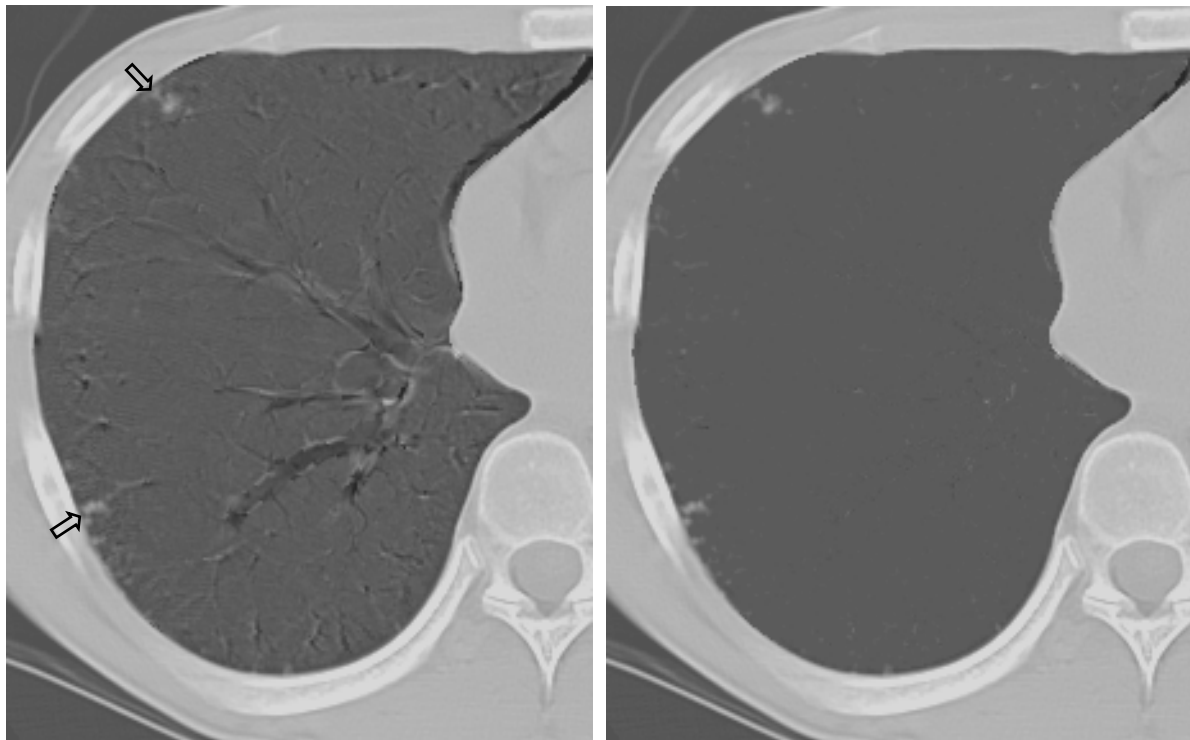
4 に提案手法を 3 次元胸部 CT 画像に適用した結果の一例を示す。図 4.3 は、結節状陰影が現在 CT 画像に新たに出現したケースである。また図 4.4 は、過去 CT 画像に存在する結節状陰影が、現在 CT 画像上で肥大化したケースである。図 4.3(a) および(b)に、過去 CT 画像および現在 CT 画像をそれぞれ示す。現在 CT 画像には二個の結節状陰影(矢印)が出現している。また、同図(c)および(d)に、ボクセルマッチング法を用いない場合 (3D Elastic matching 法) と用いた場合の、経時的差分画像をそれぞれ示す。同図(c)および(d)に示すように、ボクセルマッチング法を用いることにより、経時的差分画像のアーチファクトが大幅に低減されていることが確認できる。結果的に、二個の結節状陰影は経時的差分画像において強調表示されている。また、図 4.4(a)および(b)に、過去 CT 画像および現在 CT 画像をそれぞれ示す。過去 CT 画像および現在 CT 画像に一個の結節状陰影(矢印)が出現している。また、同図(c)および(d)に、ボクセルマッチング法を用いない場合 (3D Elastic matching 法) と用いた場合の、経時的差分画像をそれぞれ示す。同図(c)および(d)に示すように、図 4.3 と同様に、ボクセルマッチング法を用いることにより、アーチファクトが大幅に除去されていることが確認できる。また、同図 4(d)に示すように、経時的差分画像において、肥大化による結節状陰影の経時変化の形状が過小評価されているものの、強調して表示されていることが確認できる。
